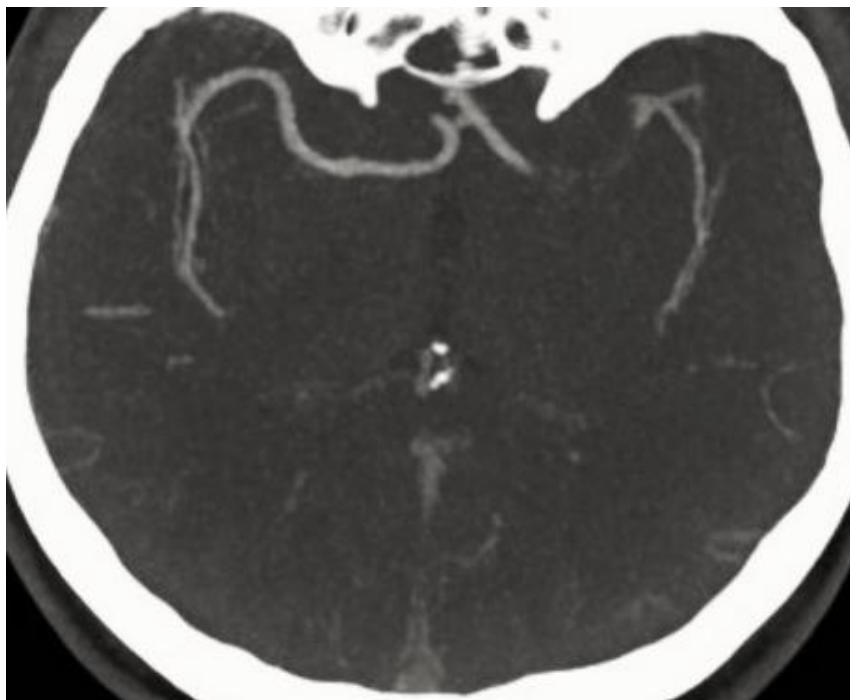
CT angiografija pacijenta s okluzijom M2 segmenta desne srednje moždane arterije i TAN 1 stupnjem sekundarnih kolaterala, koronarni presjek
